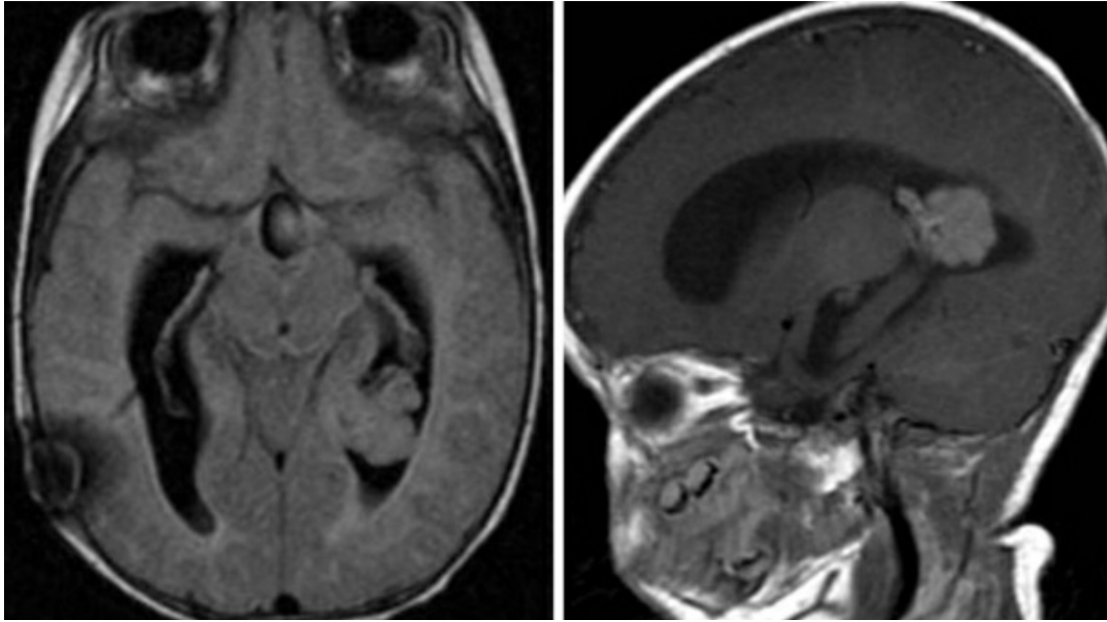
轴位 FLAIR（左）和矢状位 T1 增强相（右）示脑室内分叶状强化肿瘤。这例脉络丛癌由于侵袭性程度低不易与脉络丛乳头状瘤鉴别。
